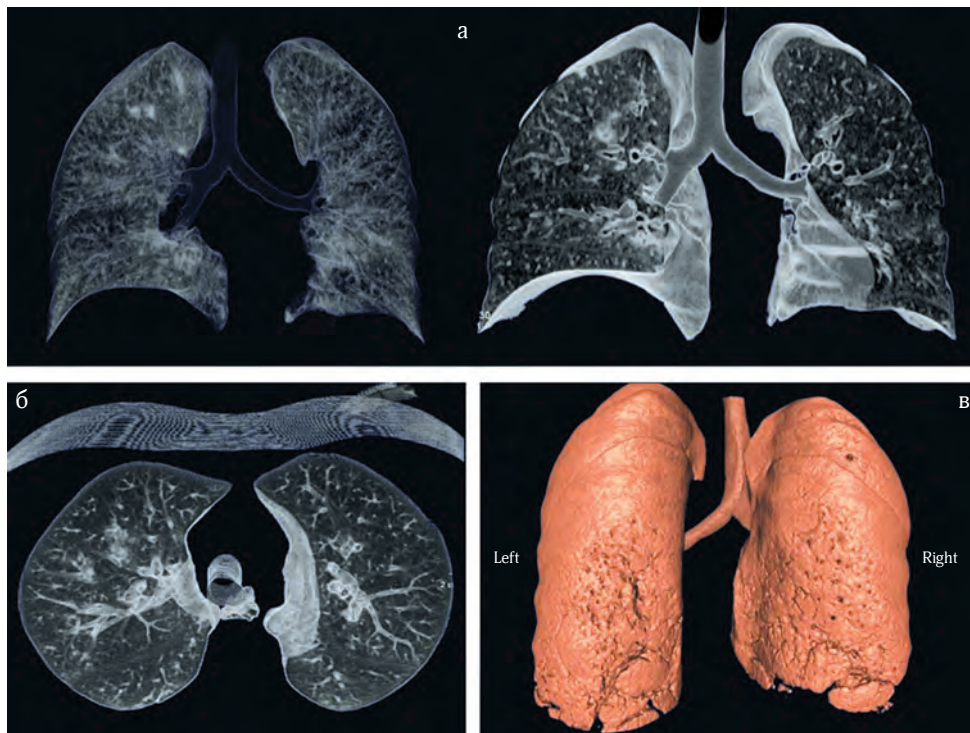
КТ-сканування з 3D-реконструкцією легень (а – в прямій проекції, б – поперечний зріз, в – 3D-реконструкція)
